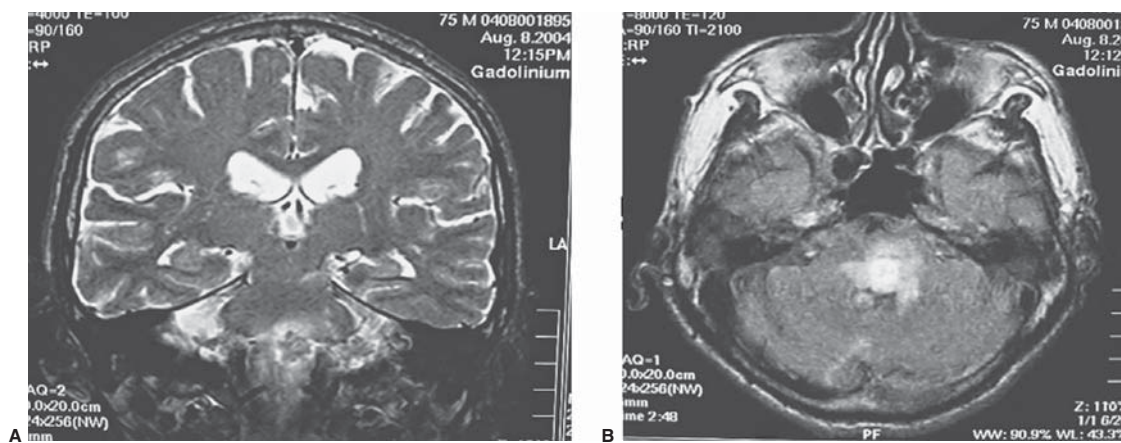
Tuberculoma. Estudio de imágenes por resonancia magnética en un paciente con diagnóstico de tuberculoma en el tallo encefálico (flecha en A) y en la cisterna *ambiens* (flecha en B).
